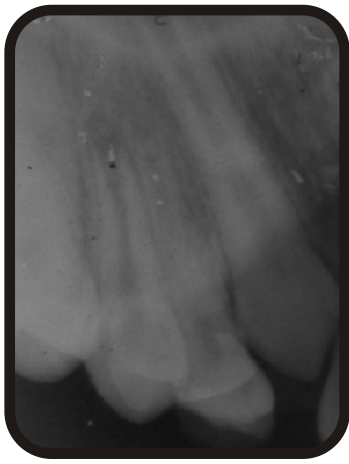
Radiografía de control O. D. 14, a un mes de realizada la Técnica Cvek.
